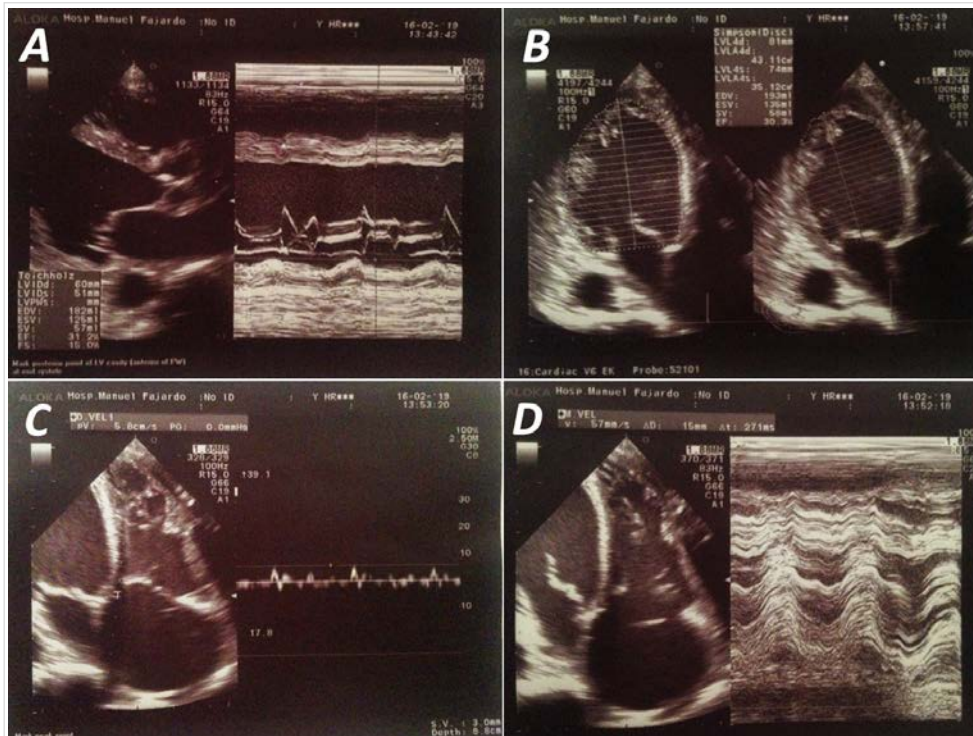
Ecocardiograma transtorácico. A. Ventriculo izquierdo remodelado (vista parasternal eje largo). B. Fracción de eyección del ventriculo izquierdo, por el método de Simpson, reducida (proyección apical de cuatro cámaras). C. Medición de la onda S tricuspídea en vista apical de cuatro cámara. D. Medición de la excursión sistólica del plano del anillo tricuspídeo (TAPSE, por sus siglas en inglés).
